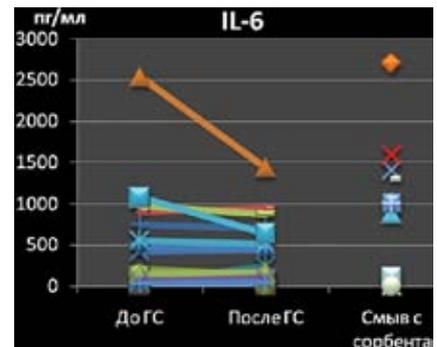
Концентрация IL-6, IL-10, IL-18 в крови больных с тяжёлым сепсисом до, после гемоперфузии и в смывах с сорбента.
